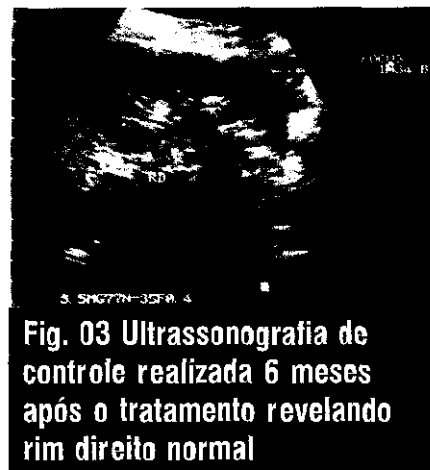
Ultrassonografia de controle realizada 6 meses após o tratamento revelando rim direito normal
